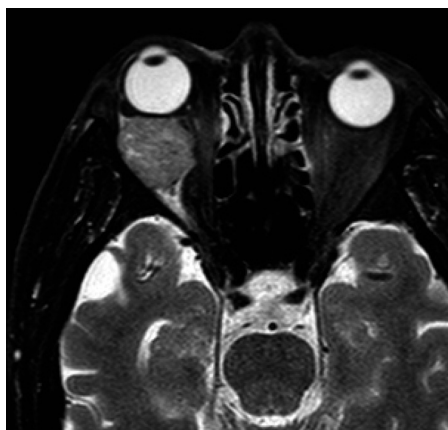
Magnetic resonance imaging shows the right orbital mass which is suspected metastasis of renal cancer (T2-weighted image).
